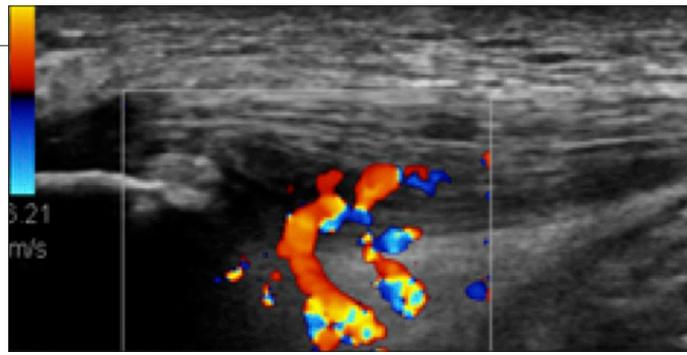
ジャンパー膝のドプラエコー像 (表紙のカラー図参照)
